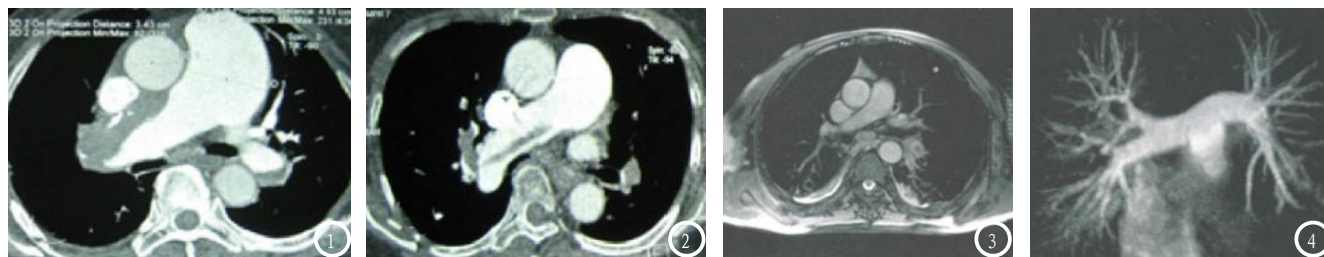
MSCT示右肺动脉及左下肺动脉充盈缺损伴右肺动脉附壁钙化影(图1); MSCT示右肺动脉中远端、右上叶肺动脉及左下肺动脉均显著管腔内充盈缺损(图2); MRI示左肺动脉中央型充盈缺损(图3); MRI示左下肺扩张(图4)。
